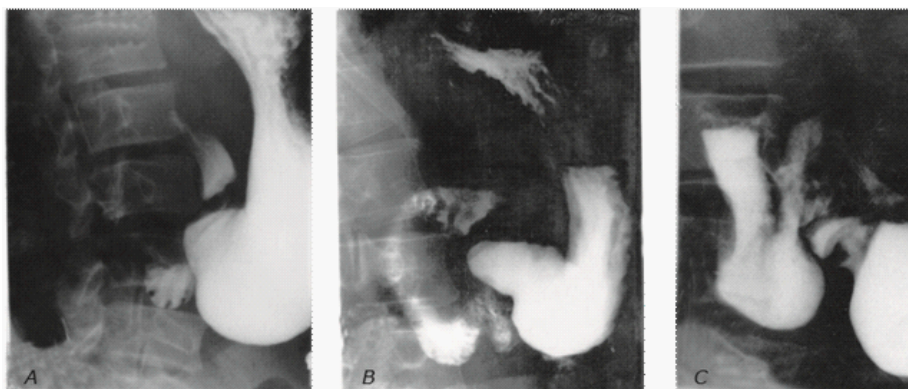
Radiografia multipozițională a stomacului și duodenului (caz clinic propriu). A- stomac mare, conține lichid în lipsa dereglărilor organice de pasaj; B – niveluri orizontale în D3; C – deplasarea D3 mai jos de L2.
